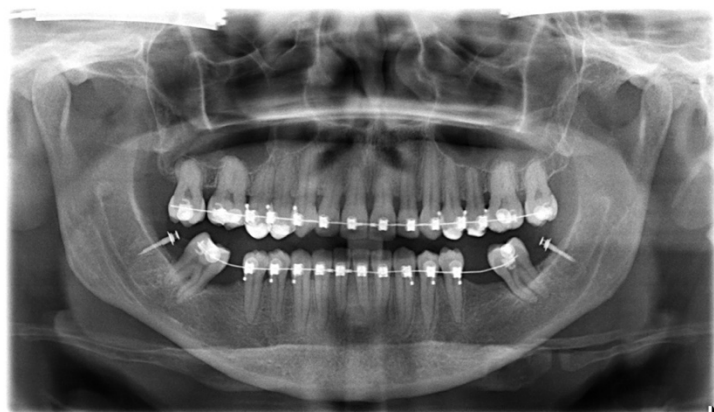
Ortopantomografia de controlo ortodôntico pós-colocação de micro-implantes ortodônticos extra-alveolares mandibulares no caso clínico 5
